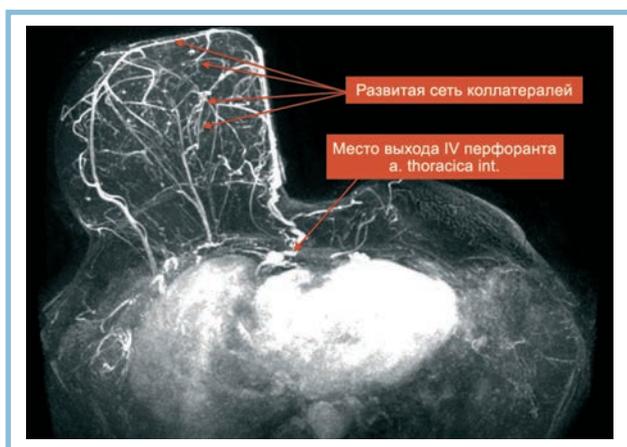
КТ-ангиография сосудистой сети правой молочной железы (горизонтальная проекция).
